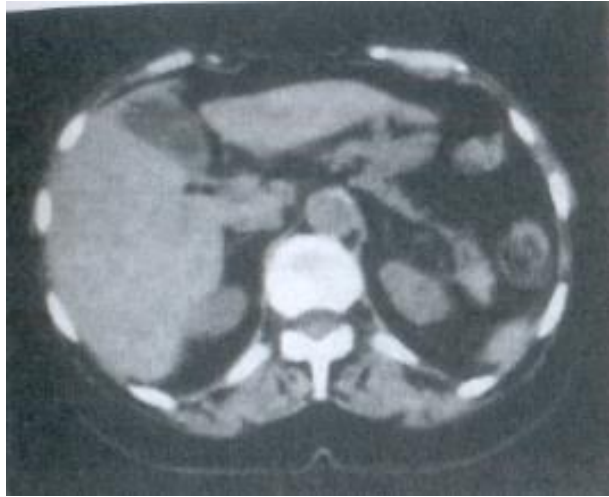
КТ. Острый холецистит с абсцедированием
